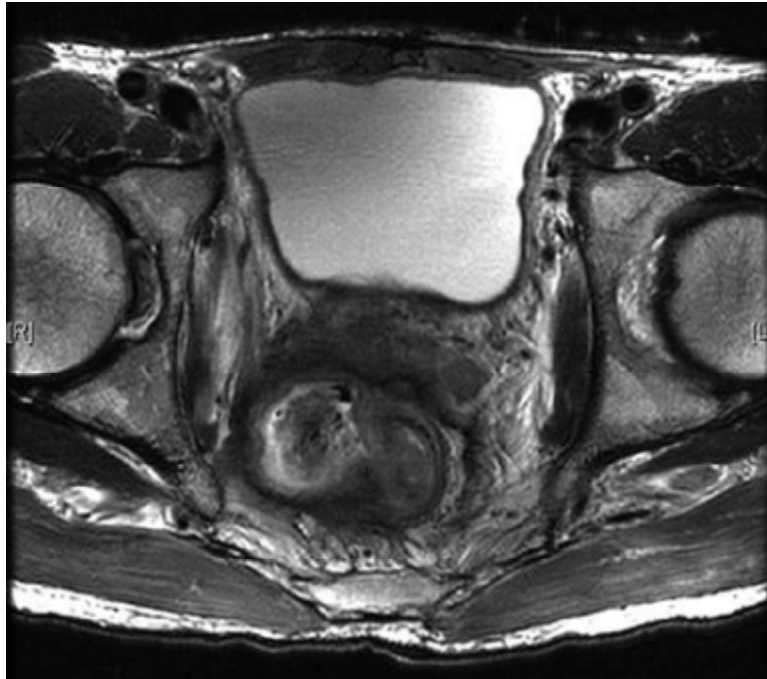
Coupe d'IRM pelvienne montrant une récurrence pelvienne d'un cancer du rectum avec envahissement des vésicules séminales, paroi pelvienne latérale et muscle obturateur interne [10].
